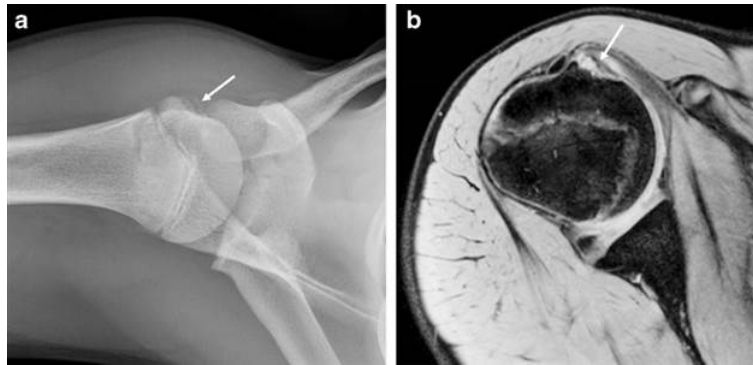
Die Avulsionsfraktur dieses 15-jährigen Jungen wurde auf initialen Röntgenaufnahmen übersehen, in der darauffolgenden Axillary-View (a) ist eine subtile knöcherne Verdichtung anterior des zu erkennen (Pfeil); In der darauf erfolgten axialen T2 MRT (b) ist ein leicht verschobenes Avulsionsfragment zu erkennen (Pfeil) (129)
